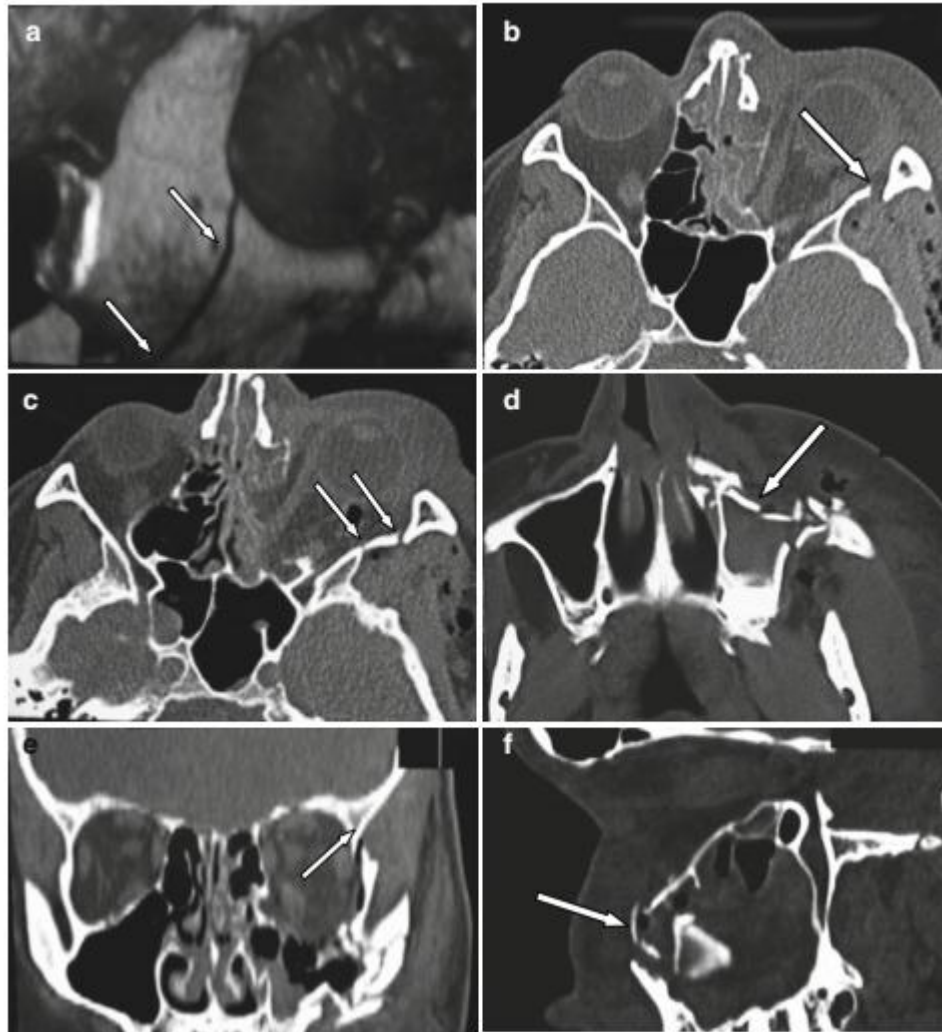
[44]: diagnostic radiologique de la fracture zygomato-orbitaire. (a) fracture de l'os zygomatique. (b) coupe axiale montrant une fracture étendue à la suture zygomato-sphénoïdale. (c) TDM montrant un diastasis de la suture zygomato-sphénoïdale associée à une fracture de la grande aile du sphénoïde. (d) coupe axiale montrant une fracture de la suture zygomato-maxillaire. (e) coupe coronale montrant une fracture de la suture fronto-zygomatique. (f) Coupe sagittale permettant de détecter une fracture du rebord infra-orbitaire et de la paroi antérieure du sinus maxillaire.
